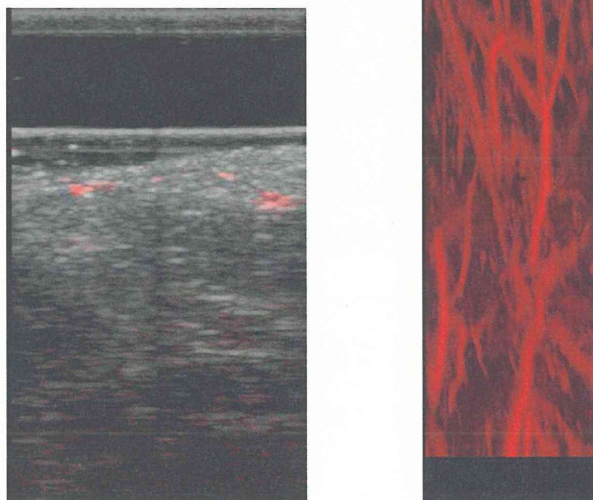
ウサギソケイ部の光音響像(赤)と超音波画像(白)の重畳画像(左)、プローブ走査後の光音響像の投影画像(右)
